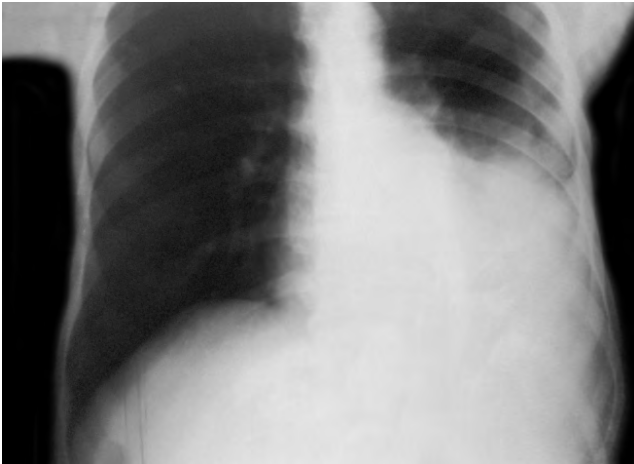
Рентгенограма легень з емпією плеври
